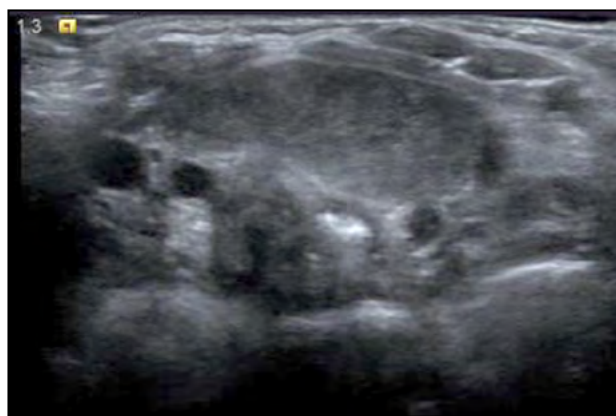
Ecografia cervical durant un accés de tos. Es visualitza una tumoració a nivell supraesternal medial que correspon amb el timus de morfologia i ecogenicitat normal per edat.
